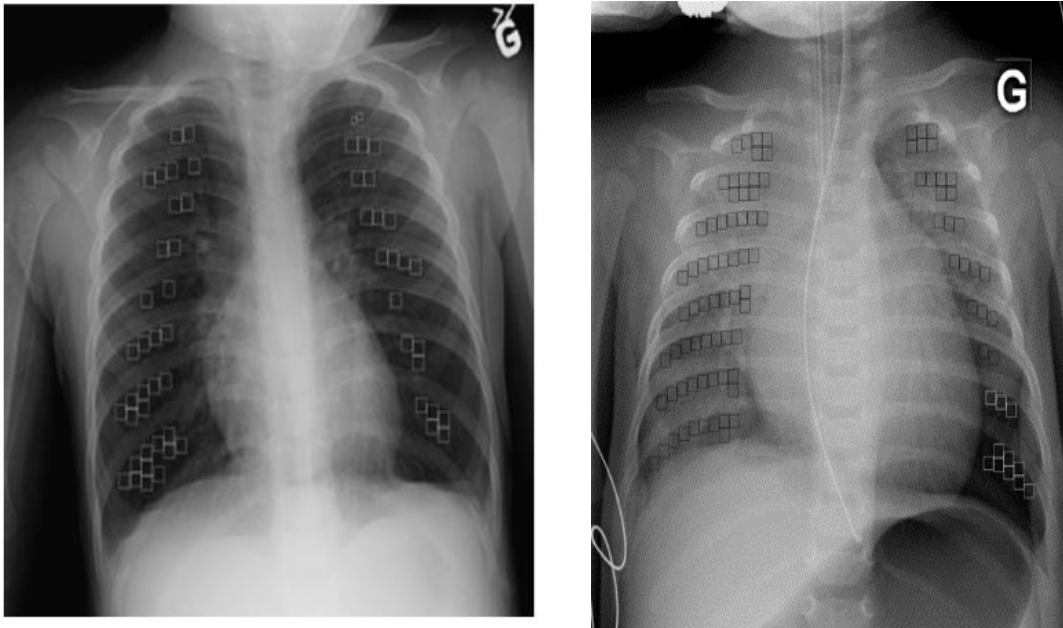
The radiograph on the left shows a normal case (the opacity rate for quadrants 1,2,3,4 is respectively 0.09, 0.08, 0, 0). The radiograph on the right presents ARDS case with three affected quadrants (the opacity rate for quadrants 1,2,3,4 are respectively 1, 1, 1, 0.15).
